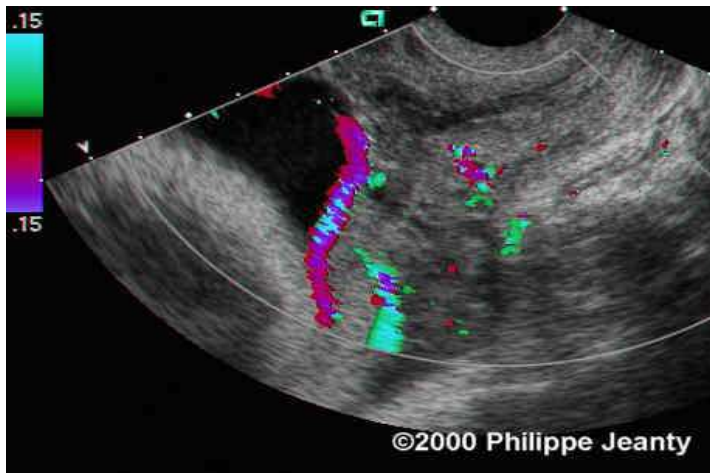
Vasa Previa Doppler Color.
